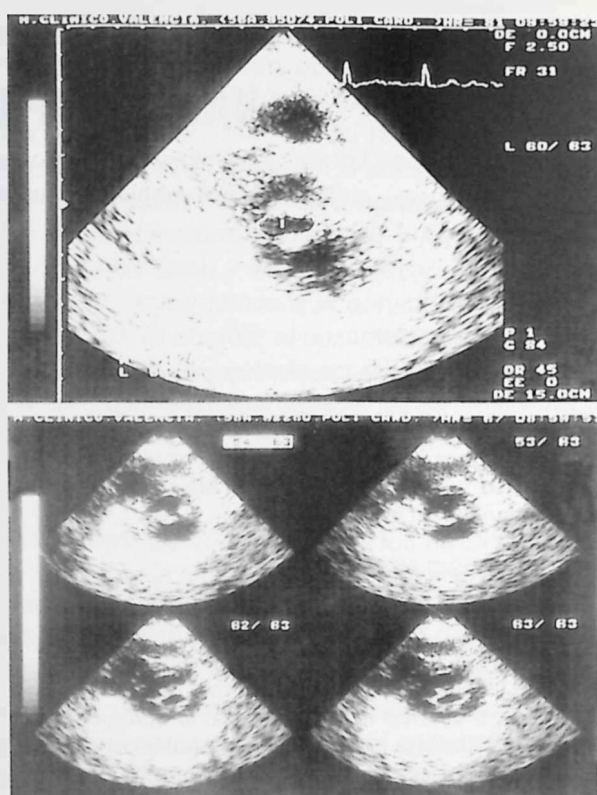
Ecocardiografía bidimensional, proyección paraesternal transversal, con planimetría del área mitral (arriba). Imagen digitalizada de la válvula mitral ("Cine-loop").
